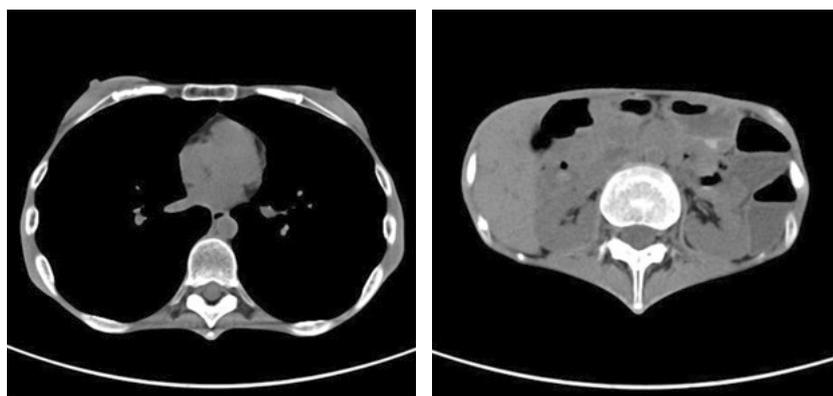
入院時 CT (左：乳頭レベル, 右：L3 レベル)
